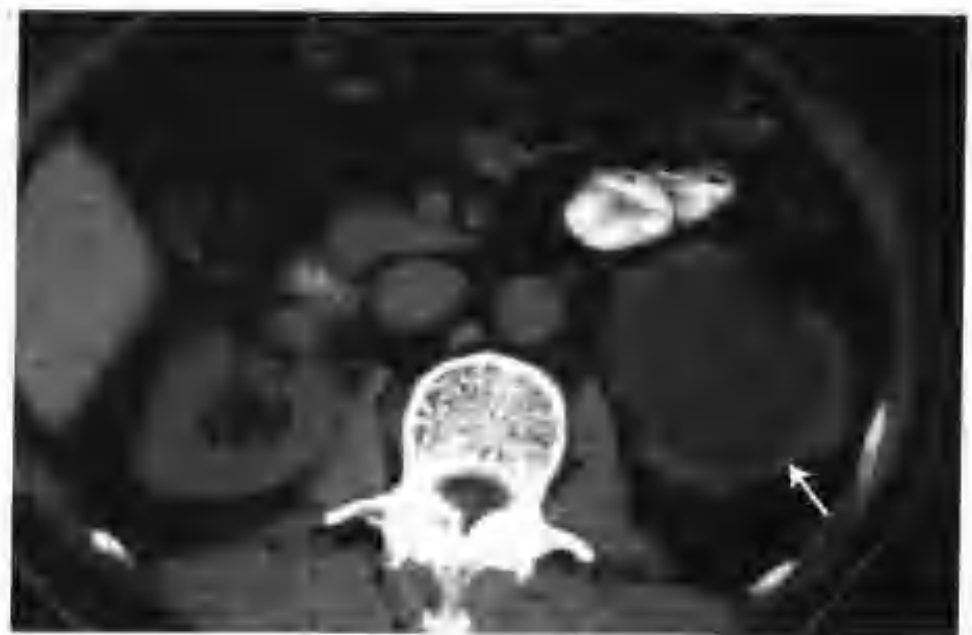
左肾盂旁囊肿 (CT 平扫示左肾窦有一个 $2.5\text{cm} \times 6.0\text{cm}$ 的类椭圆形均匀低密度影 (箭头))
